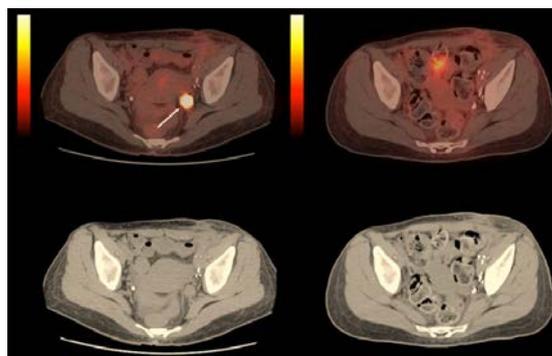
Exemples de techniques d'imagerie. En bas, images de TAC, qui nous donnent des informations sur la densité des tissus, en montrant donc les os avec beaucoup de détails. En haut, une image TEP, dans laquelle nous avons des informations sur l'activité métabolique des tissus, c'est-à-dire combien de sucre ils consomment : il est ainsi possible d'identifier les zones d'activité anormale, souvent les tumeurs, comme signalé par la flèche blanche.
